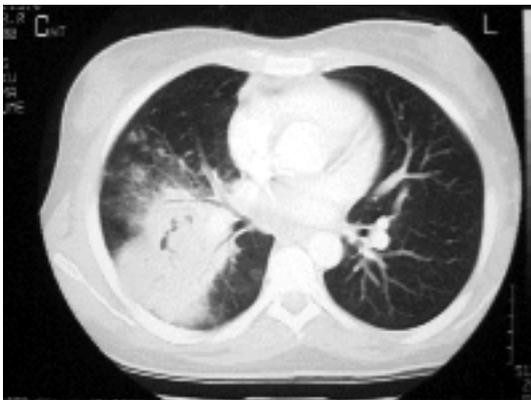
Imagen de aspergilosis pulmonar en una tomografía computarizada pulmonar, donde se visualiza una gran forma nodular producida por *Aspergillus fumigatus*.
